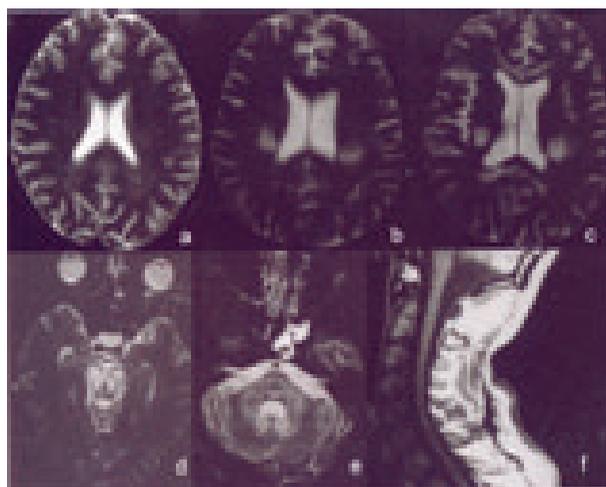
Estudo por ressonância magnética (T2) a) aspecto normal do centro semioval em Dezembro de 1999; b) mesmo corte ano e meio depois com atingimento simétrico de ambos os centros ovais, c) corpo caloso, d) tronco cerebral e e) pedúnculos cerebelosos. Atrofia medular (f) já conhecida em 1999 (T1).
